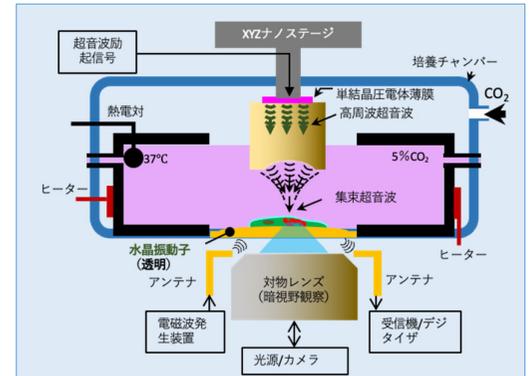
開発する超音波細胞解析システムのイメージ図
